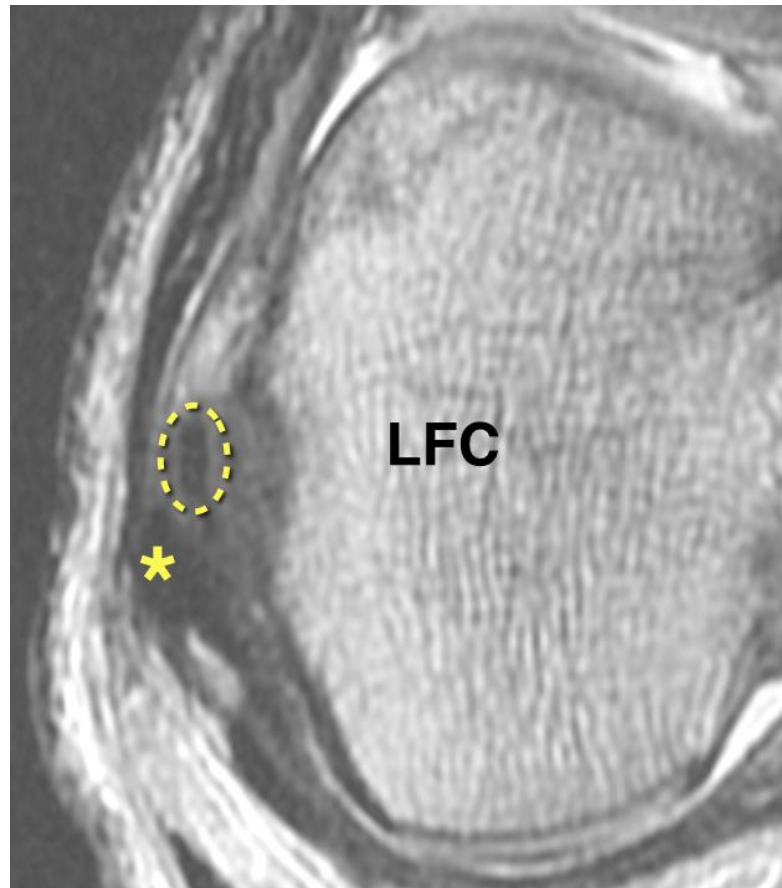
Corte axial de uma ressonância magnética em sequência de densidade de prótons de um joelho direito mostrando o ligamento anterolateral (linha pontilhada) localizado anteriormente ao ligamento colateral lateral (asterisco) no nível do côndilo femoral lateral (LFC)
